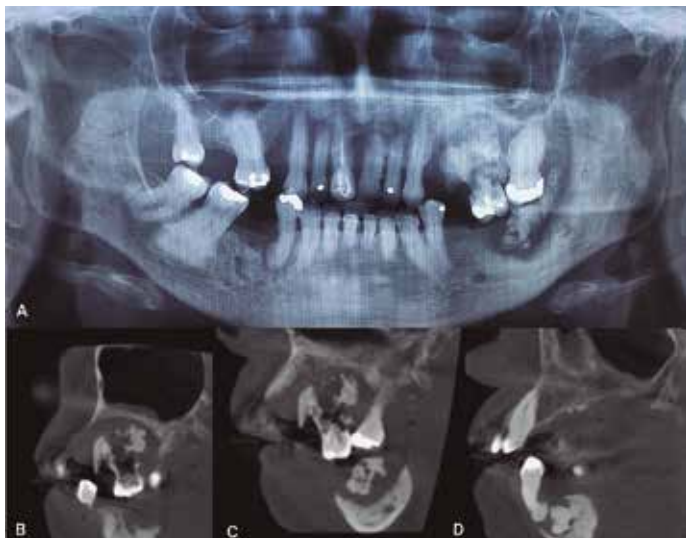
(A) Radiografía panorámica previa a tratamiento e intervención quirúrgica. (B) TCCB de sextante 3. (C) TCCB de sextante 3 y 4. (D) TCCB de sextante 6
